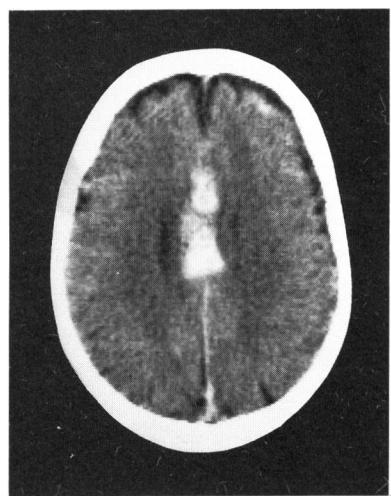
Case 2. CT scan 12hours later showed a hemorrhage in the corpus callosum extending from the genu to the body.
